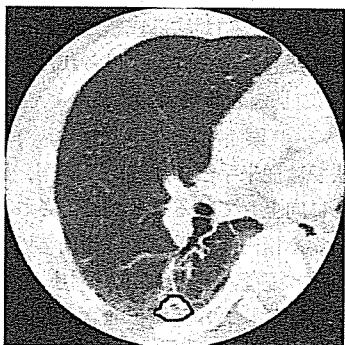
病巣付近に高い CT 値をもつ領域が広く分布しているため抽出不足となった例 (肺野下部の線で囲まれた領域に腫瘍が存在する)
